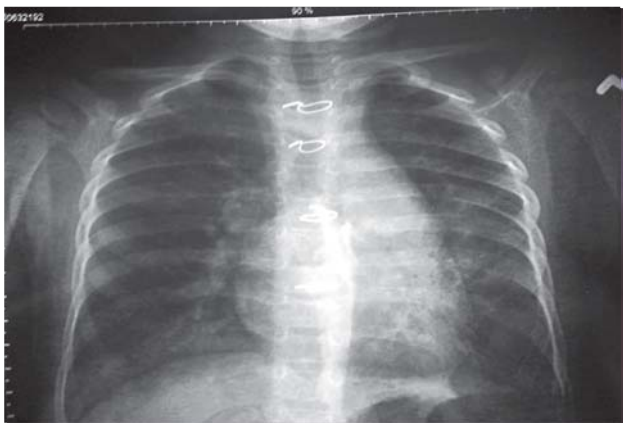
Radiografia cardiopulmonară.
